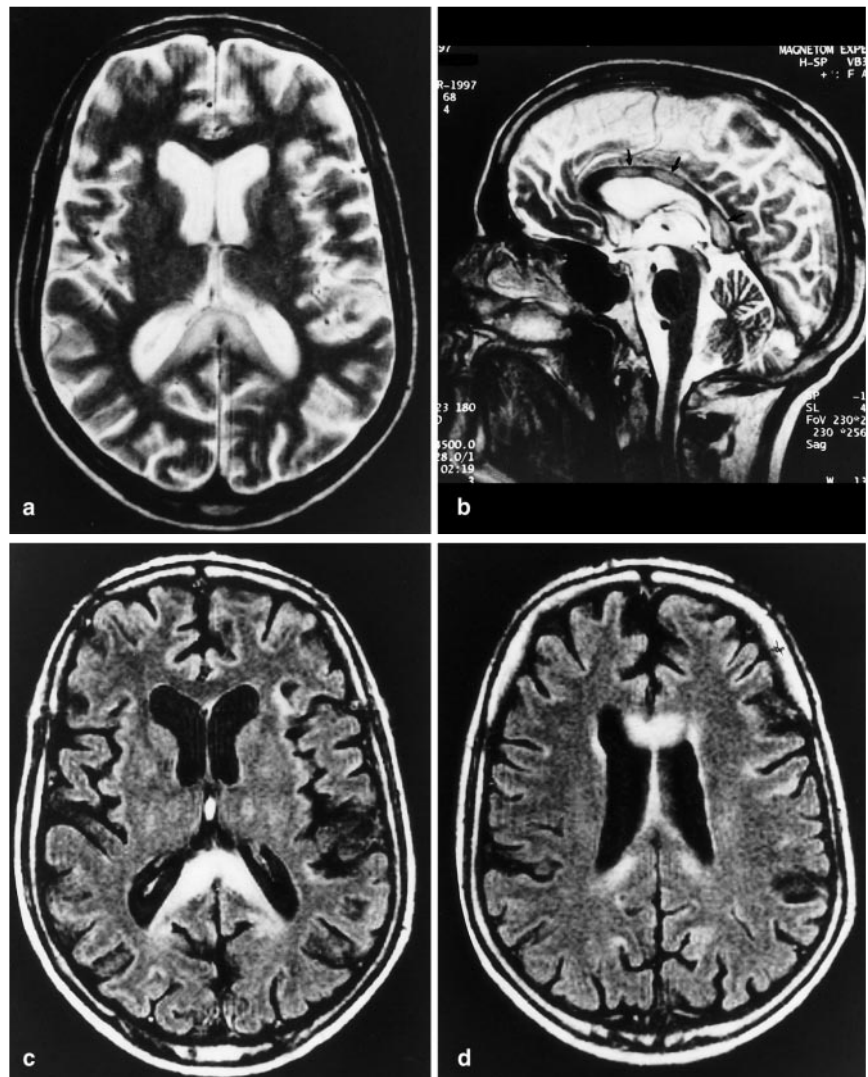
d ▲ Patient 2: MRT 2 Tage nach Krankheitsbeginn. In den T₂-gewichteten Bildern (a transversal, b sagittal) ist die fleckig-flächenhafte Signalanhebung des Balkens, insbesondere im Splenium zu erkennen (c, d IR dark fluid transversal)
